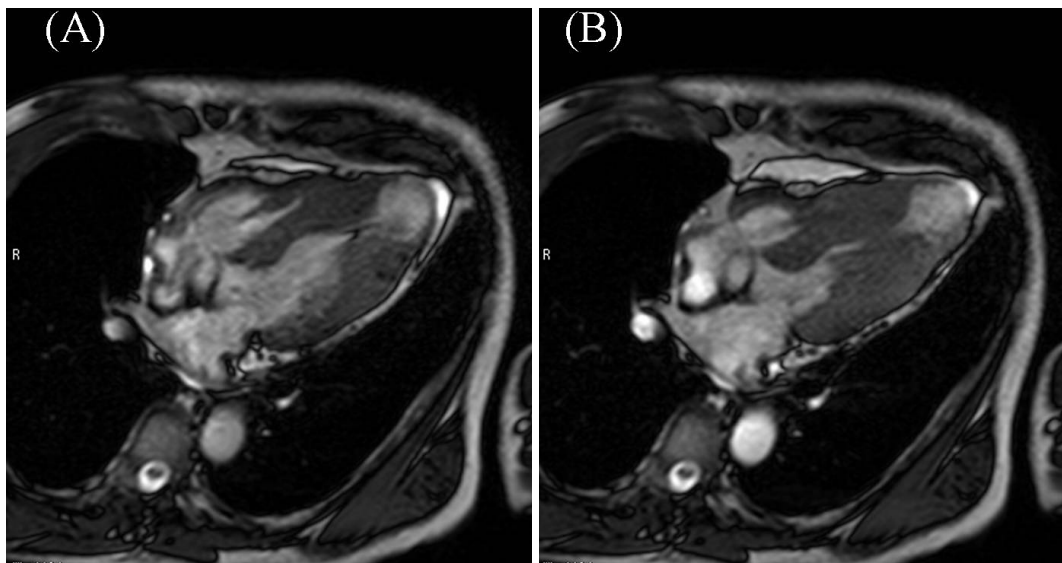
Case 4. Cardiac magnetic resonance images
